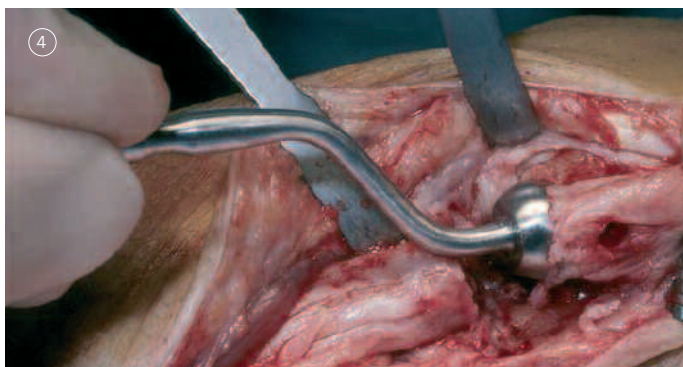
Unter Röntgenkontrolle wird mit der entsprechenden Kopflehre die Tiefe und Form der Ausfräsung überprüft.
